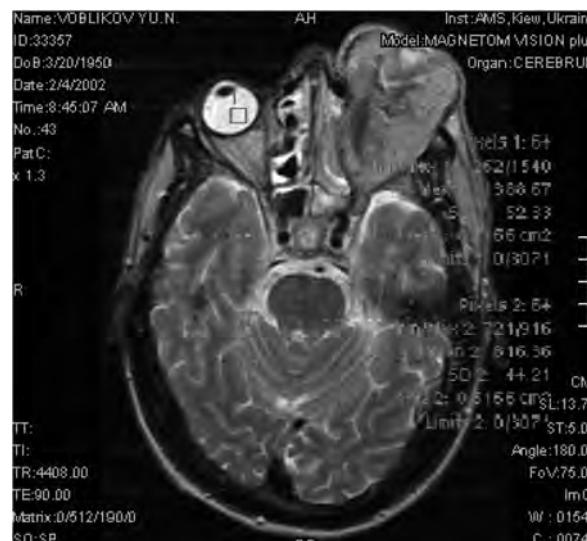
Хворий М., 52 роки. Цистаденокарцинома носової порожнини решітчастої пазухи, носового відділу глотки з інтракраніальним та інтраорбітальним ростом. КТ
